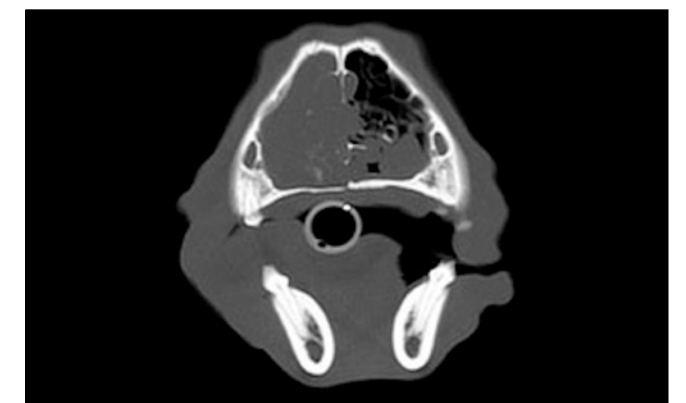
TC transversal de la cavidad nasal que muestra una masa en el lado derecho y erosión a través del septo nasal. Se puede conseguir una valoración más precisa de la magnitud y la invasión del tumor recurriendo a técnicas de imagen en 3D como una TAC.
